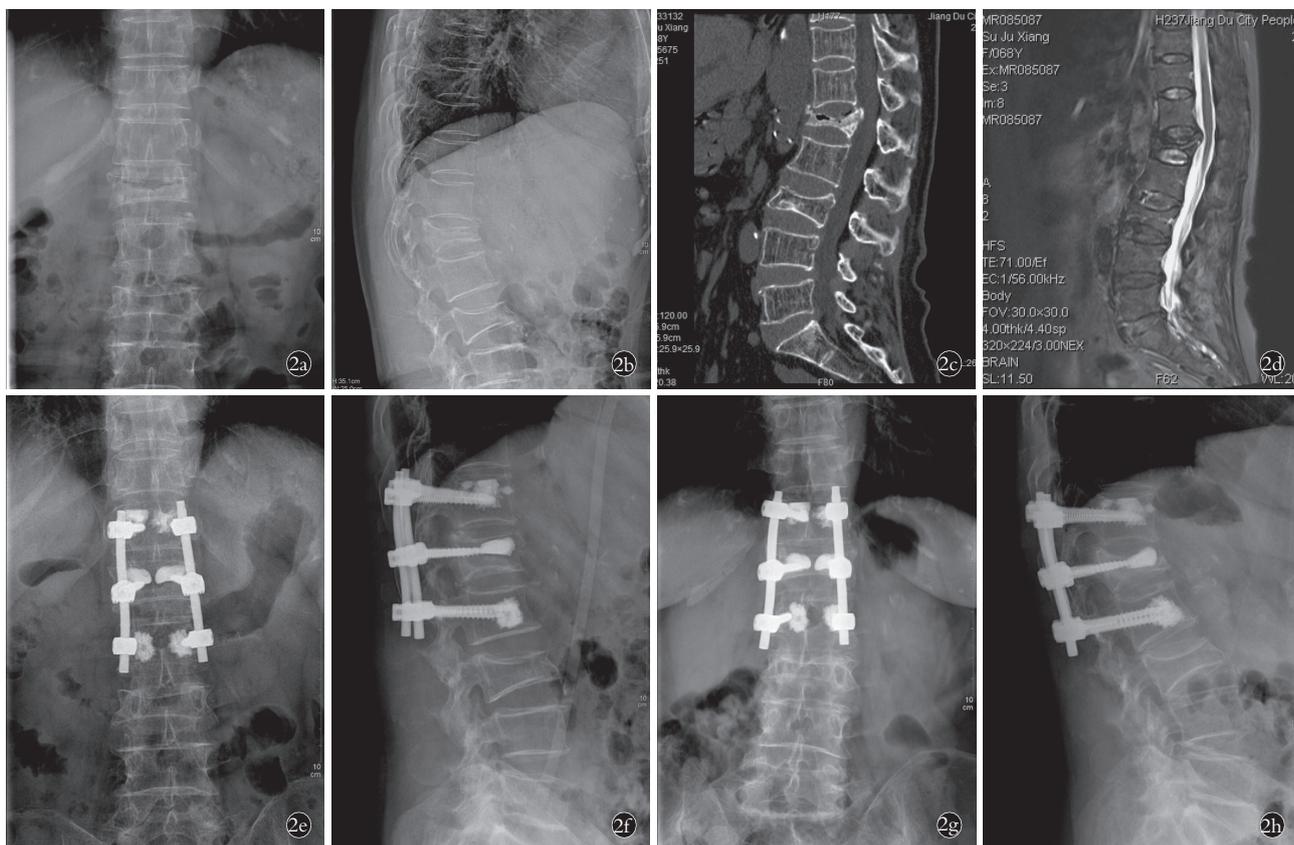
患者,女,68岁, L_1 压缩性骨折,Ⅲ期无神经症状 Kümmell 病,行骨水泥强化椎弓根螺钉内固定联合患椎后凸成形术治疗 2a,2b. 术前正侧位 X 线片示 L_1 压缩性骨折,椎体压缩 3/4 2c. 术前 CT 矢状位示 L_1 椎体内空隙征,后凸畸形,椎管稍狭窄 2d. 术前 MRI 矢状位示椎管稍受压 2e,2f. 术后 3 d 正侧位 X 线片示 L_1 椎体前缘高度上升,Cobb 角减小 2g,2h. 术后 12 个月正侧位 X 线片示伤椎前缘高度略有减少
